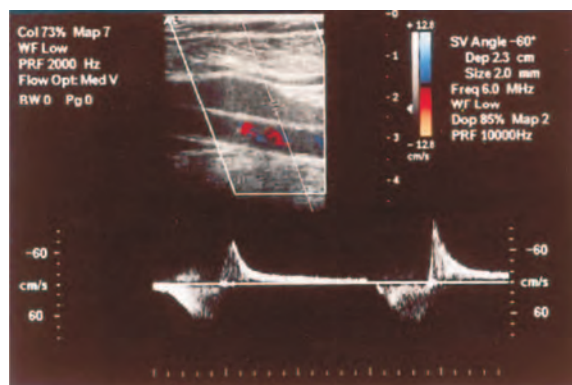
Eco-doppler (Duplex) venoso de miembros inferiores. Se evidencia reflujo patológico a nivel de la vena safena interna.
